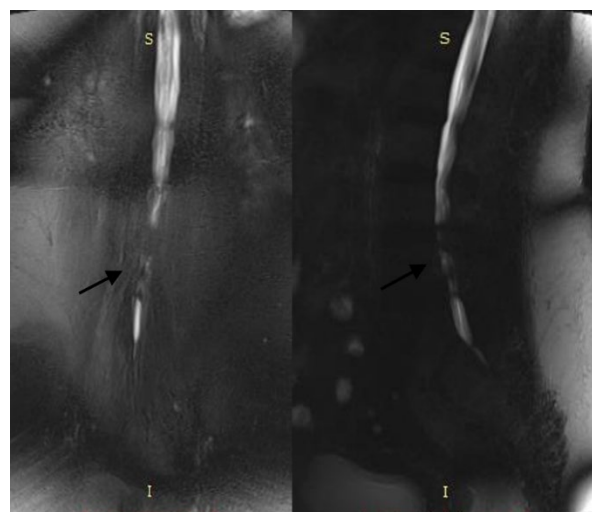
Myelographic MRI sequences in coronal and sagittal views. Arrows indicate disruption of cerebrospinal fluid flow
